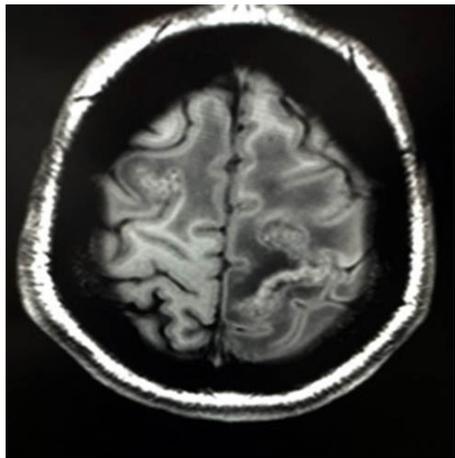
IRM en la que se observa lesiones súrcales en pars marginalis, surco central, postcentral izquierdo y surco pre central derecho.
